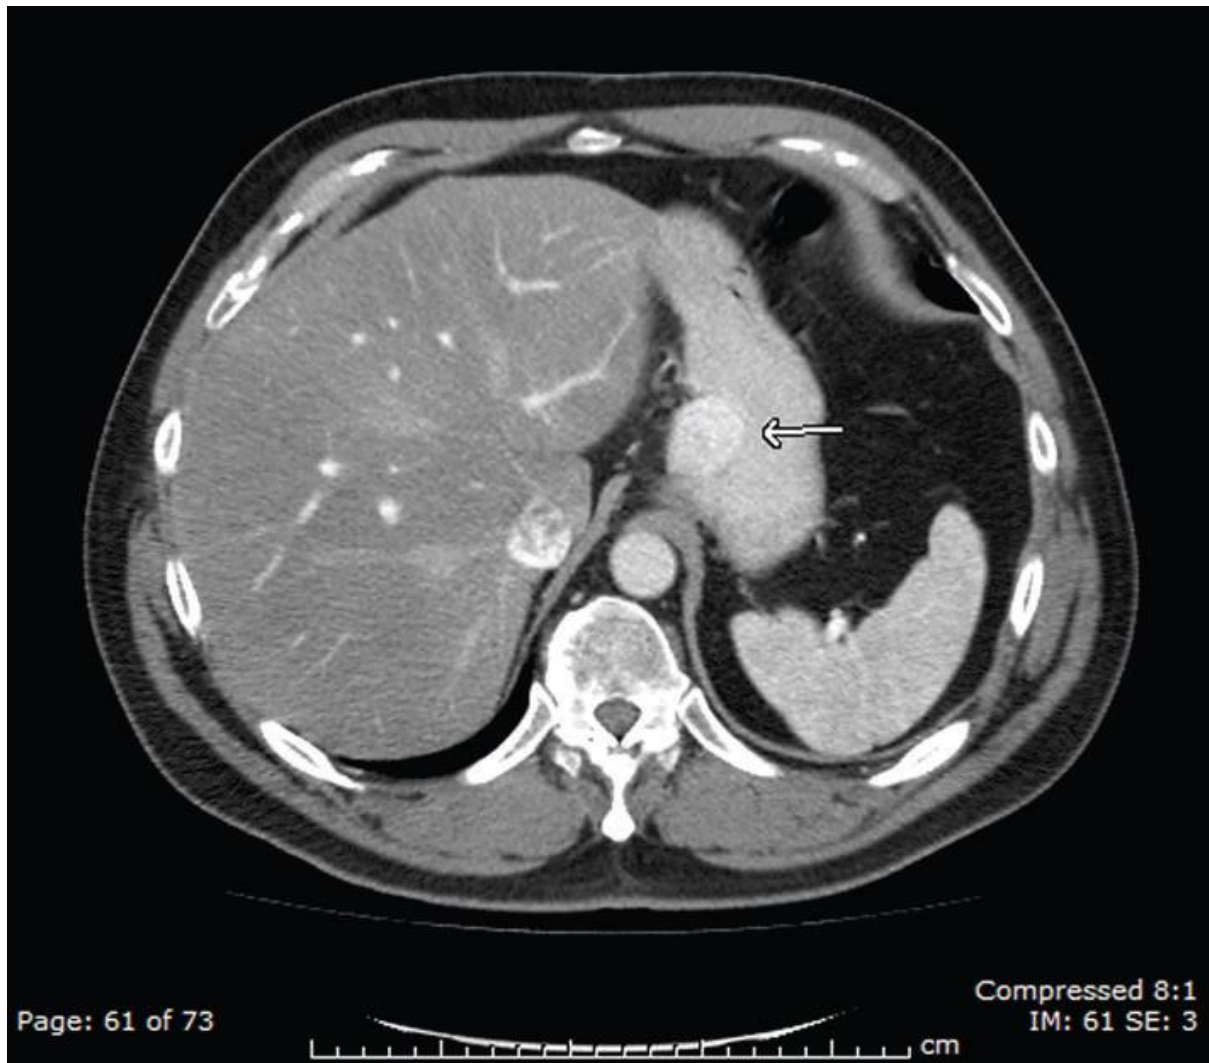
Coupe axiale d'une TDM abdominale. Masse de la sous muqueuse gastrique, circonscrite, mesurant 36 x 34 mm (flèche) ^[38].
